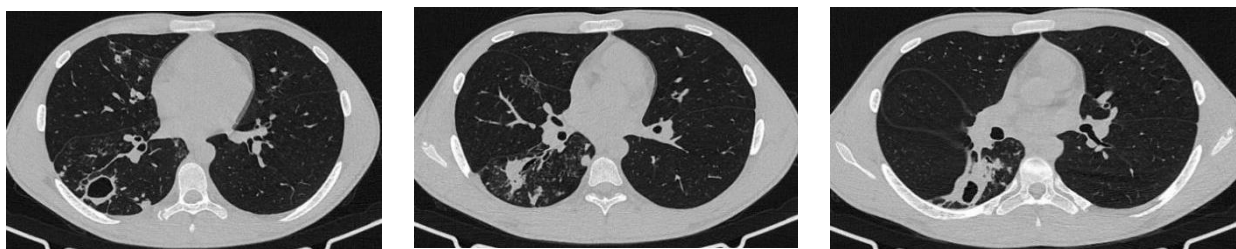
13б, 13в – Аксиальные срезы КТ ОГК при поступлении
